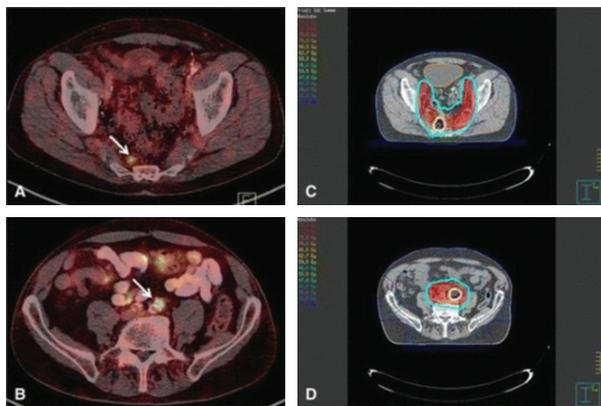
Пациент с биохимическим рецидивом через 8,4 мес. после радикальной простатэктомии. ^{68}Ga -ПСМА-617 на ПЭТ/КТ выявил метастаз в пресакральной и ретроперитонеальной зонах. Проведено облучения на выявленные пресакральные и подвздошные очаги (буст 66 Гр). После ИМРТ ПСА снизился до 0,02 нг/мл
